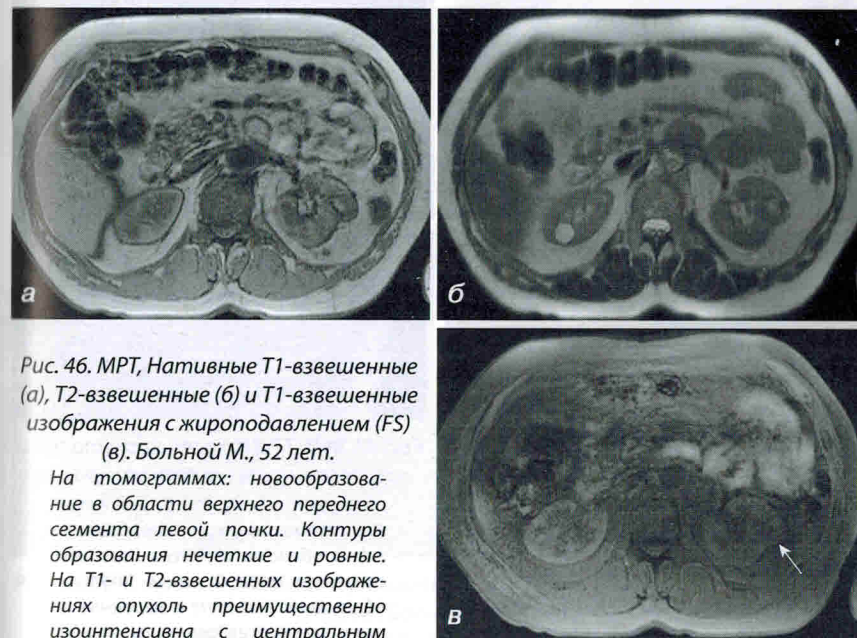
МРТ, Нативные T1-взвешенные (а), T2-взвешенные (б) и T1-взвешенные изображения с жироподавлением (FS) (в). Больной М., 52 лет.
